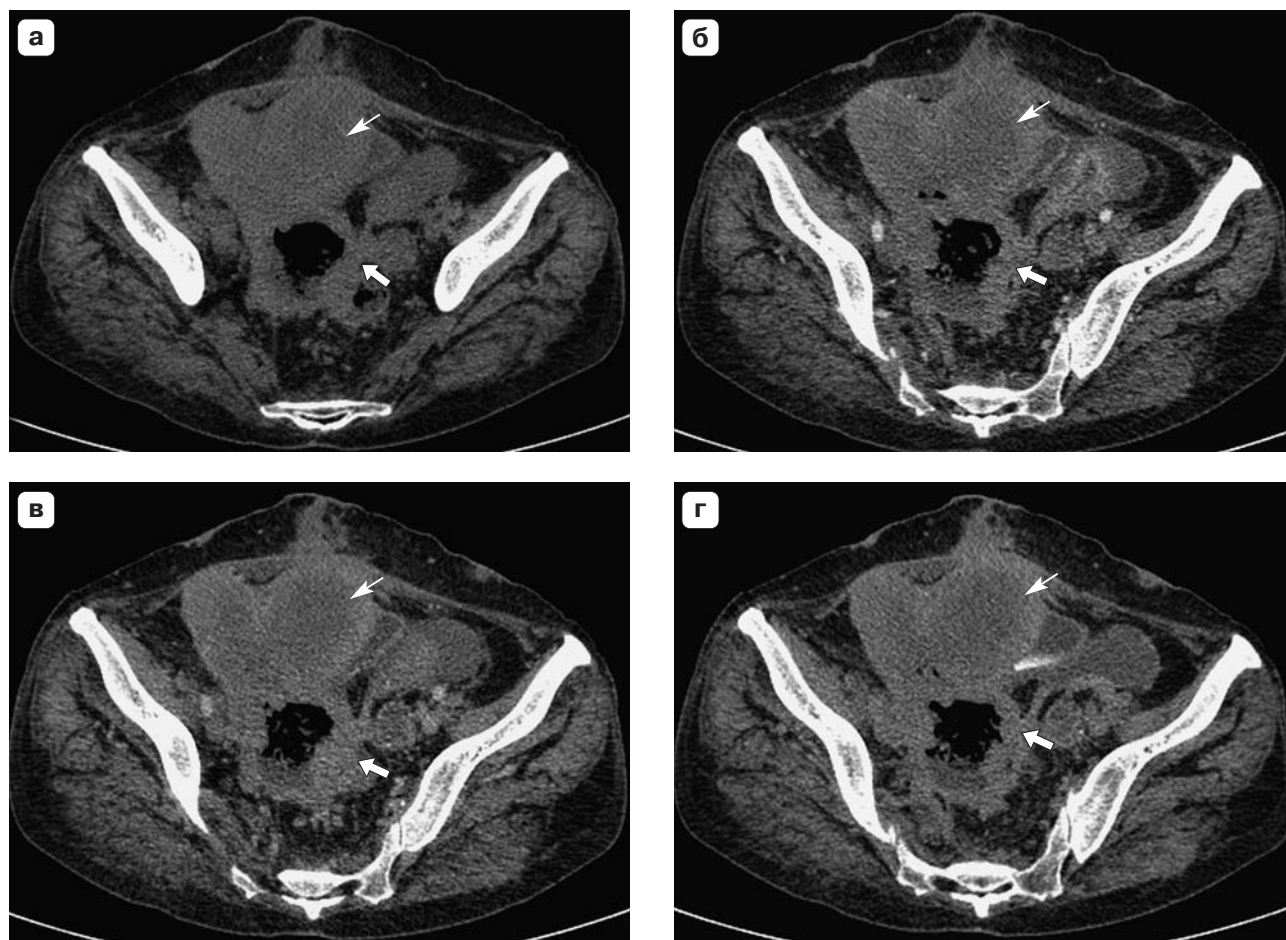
МСКТ-изображения органов нижнего этажа брюшной полости. Аксиальная проекция. а – нативная, б – артериальная, в – венозная, г – отсроченная фаза исследования. В проекции сигмовидной кишки визуализируется патологическое образование неправильной формы, с неровными бугристыми контурами и наличием воздуха (стрелка) (а–г). Вплотную прилегая к передней брюшной стенке, определяется образование (тонкая белая стрелка) округлой формы, плотностью 29 ед.Н, не накапливающее контрастный препарат (а–г).
